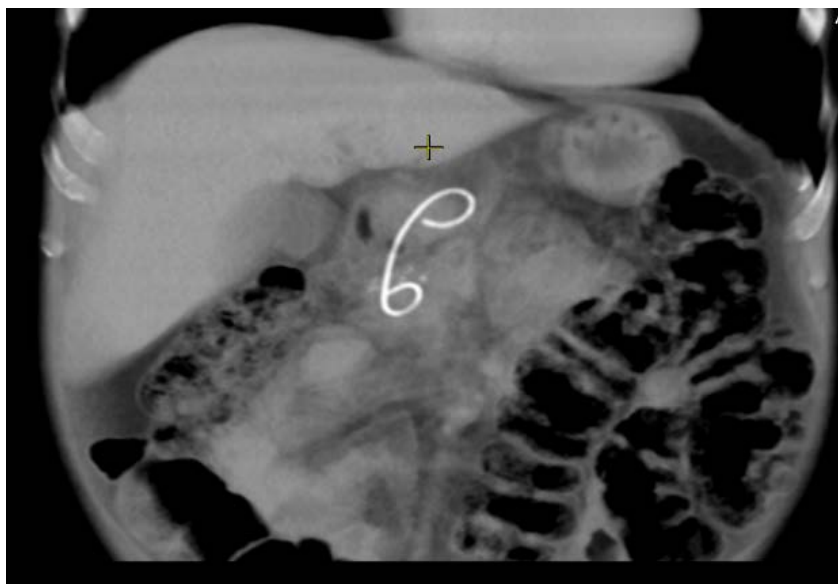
МСКТ через 2 месяца после установки одного пластикового стента
